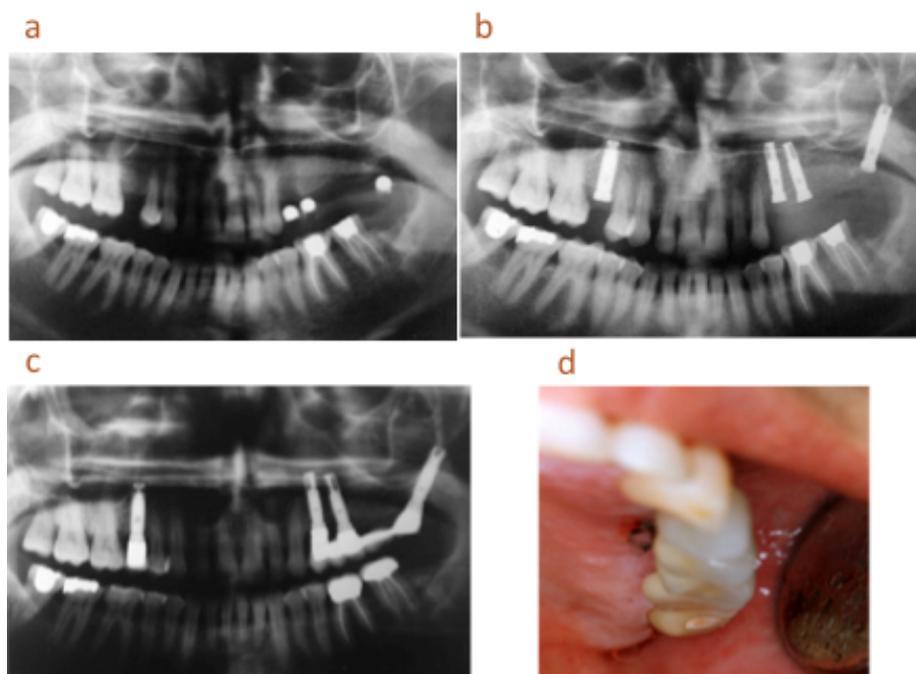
Edentulismo unilateral. Ortopantorradiografía de la evolución de la situación clínica inicial (a), tras la oseointegración de los implantes (b) y al año de función (c). Visión intraoral al finalizar el tratamiento (d).
